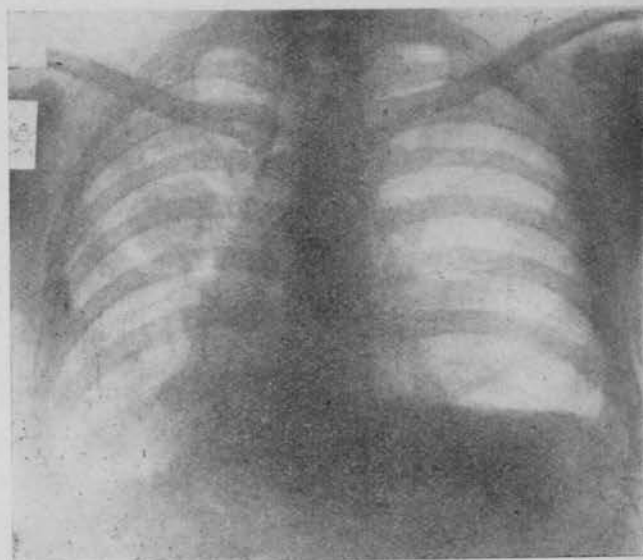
Radiografía del 2-IV-50.
